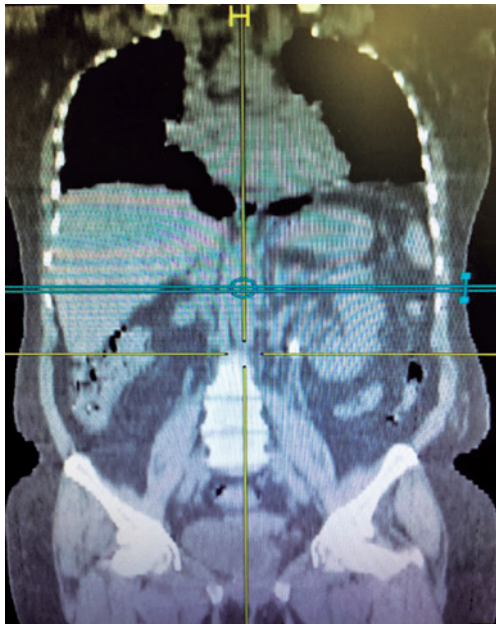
Tomografia sem contraste mostrando cálculo de 1,2x0,8cm em ureter proximal esquerdo.
